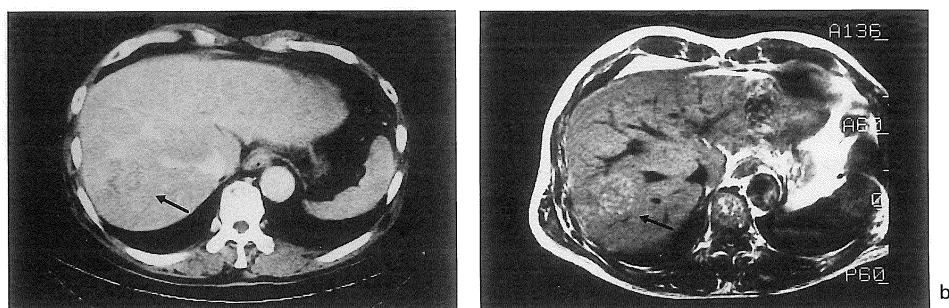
HCC with intratumoral fatty change. a) CT shows irregularly hypodense tumor (arrow). b) T₁-weighted SE image (600/20) shows high intensity spots in the tumor (arrow).
